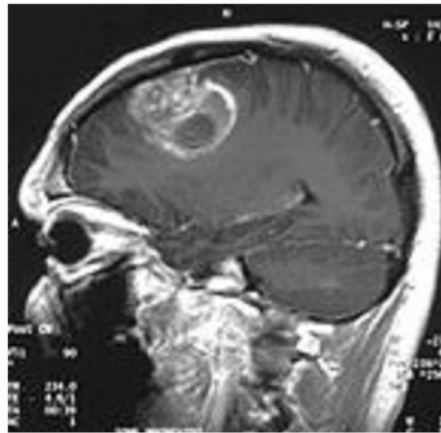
IRM d'un glioblastome multiforme chez un enfant de 15 ans
